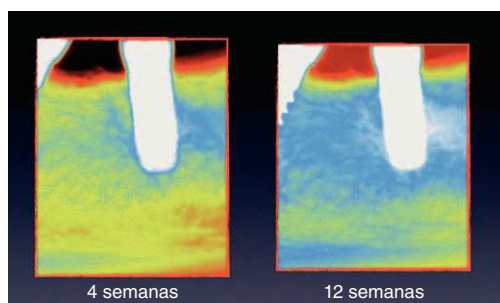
Densitometría ósea a las 4 semanas después de la cirugía y en el periodo de seguimiento de 12 semanas con preparación del alveolo implantario con ultrasonidos EMS. Se observa una elevada densidad de hueso a las 12 semanas que recuerda a la imagen histológica de canalículos óseos de un hueso calcificado.
